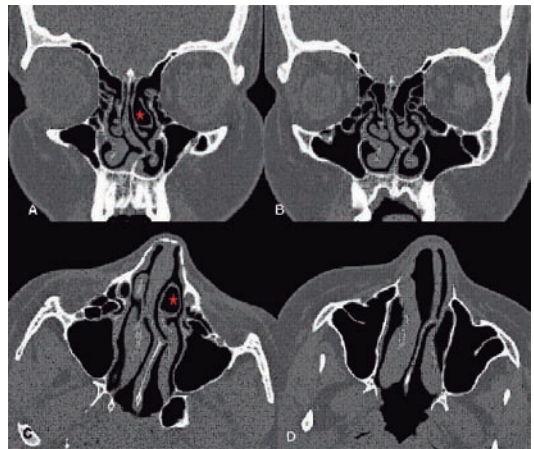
TC con reconstrucción MPR en coronal (A y B) y axial (C y D). Desviación septal, asociando concha bullosa en cornete medio izquierdo (estrella roja).
